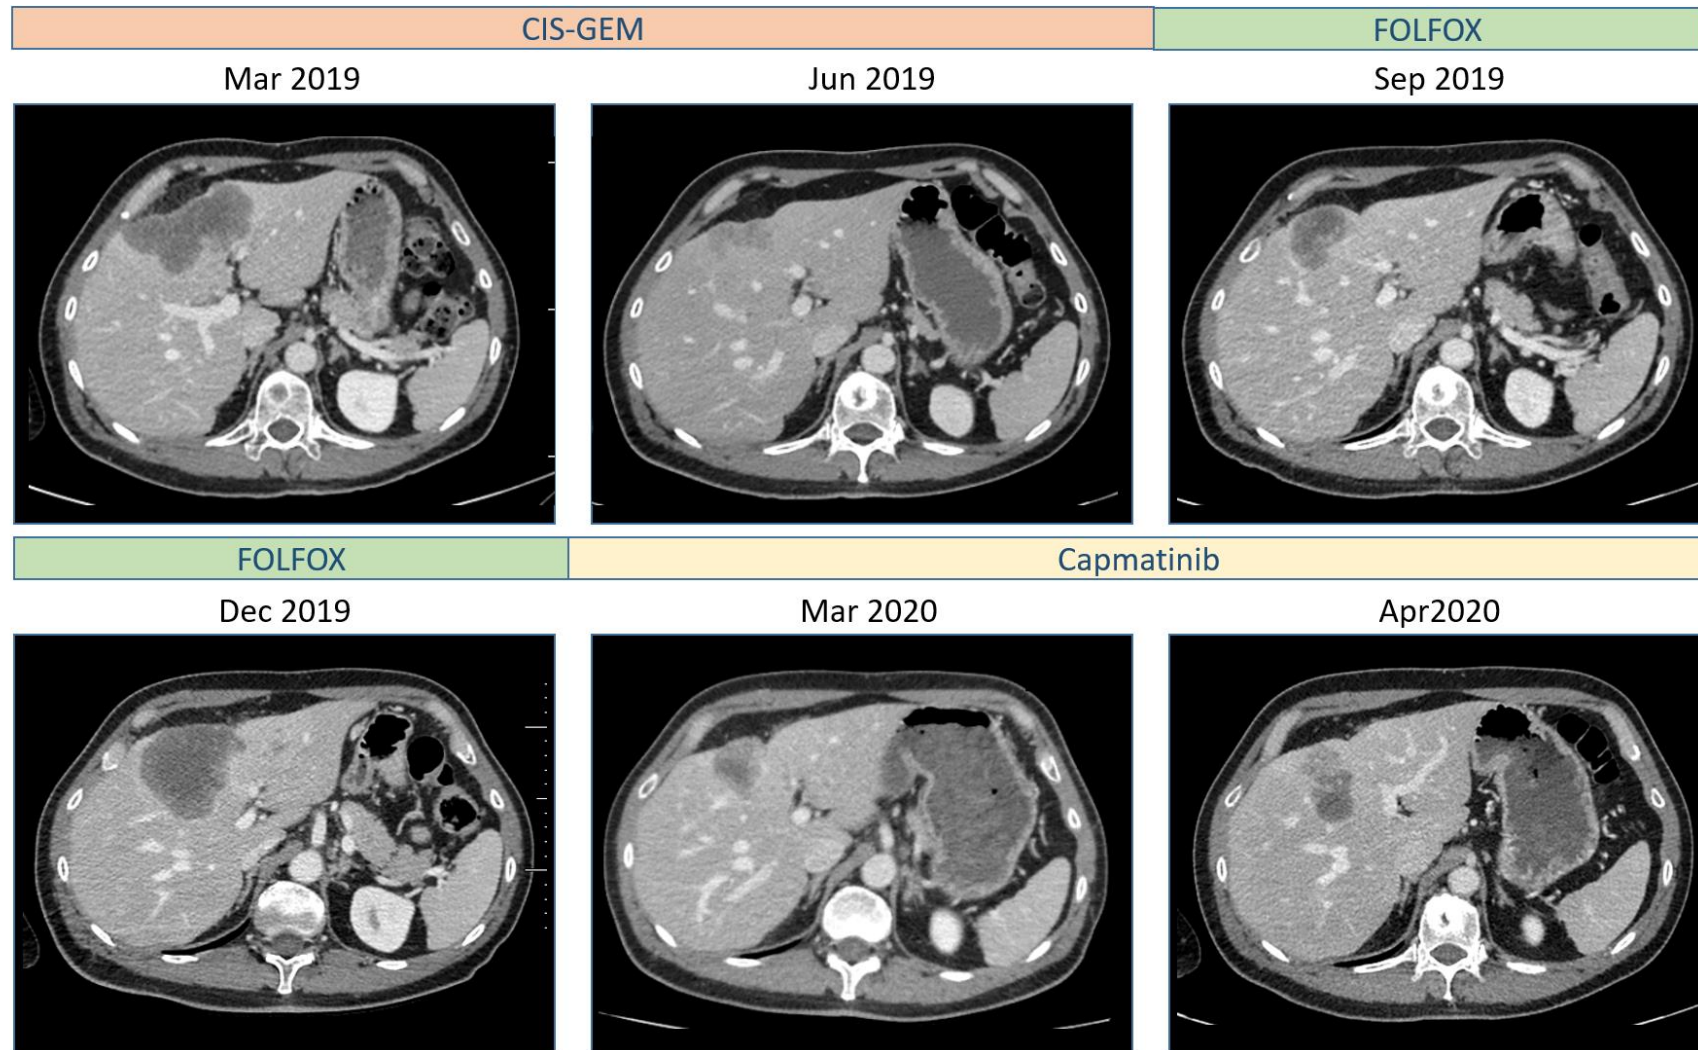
Computed tomography (CT) scan of the abdomen/pelvis performed between March 2019 and April 2020.
